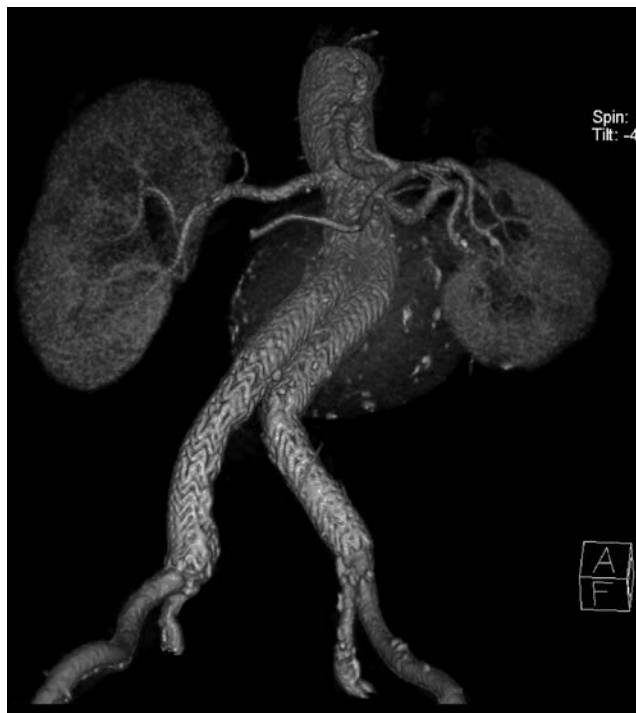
Angiotomografía de control un mes después de la colocación de la endoprótesis Excluder®.
